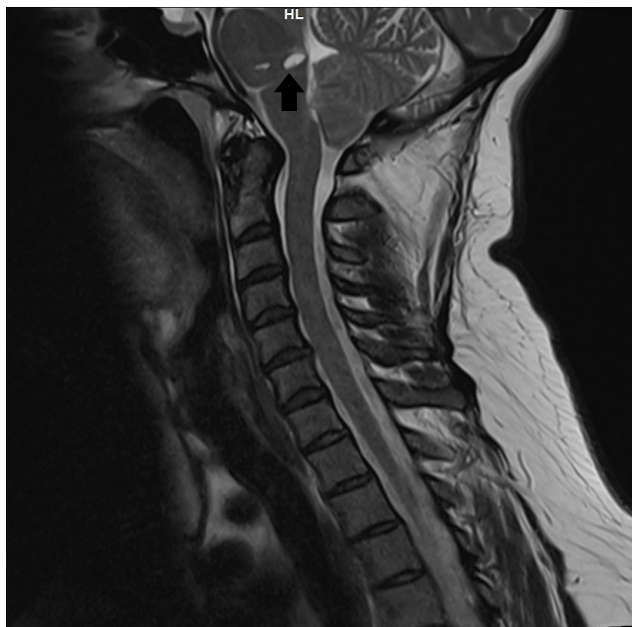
МРТ шейного отдела спинного мозга в режиме Т2-ВИ, сагиттальная проекция. Визуализируется 2 мелких дистрофических очага в мосту мозга, один из которых занимает центральное положение в области дорсальных отделов моста мозга, второй — на границе с продолговатым мозгом слева в проекции вестибулярного ядра (черная стрелка). Выявляется аномалия Арнольда — Киари (проминенция миндаликов мозжечка в большое затылочное отверстие на 10–11 мм)
